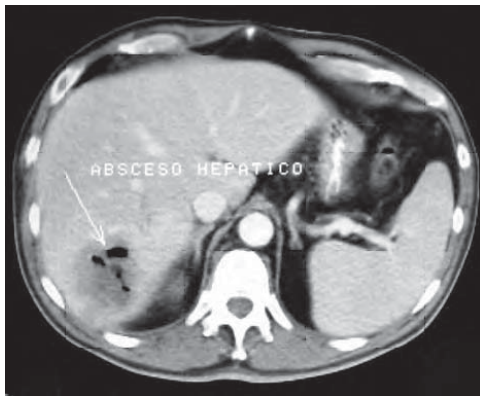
/8. TAC de abdomen. Se observa un absceso en el lóbulo derecho del hígado. A la derecha se observa la aguja para punción evacuadora en posición.
